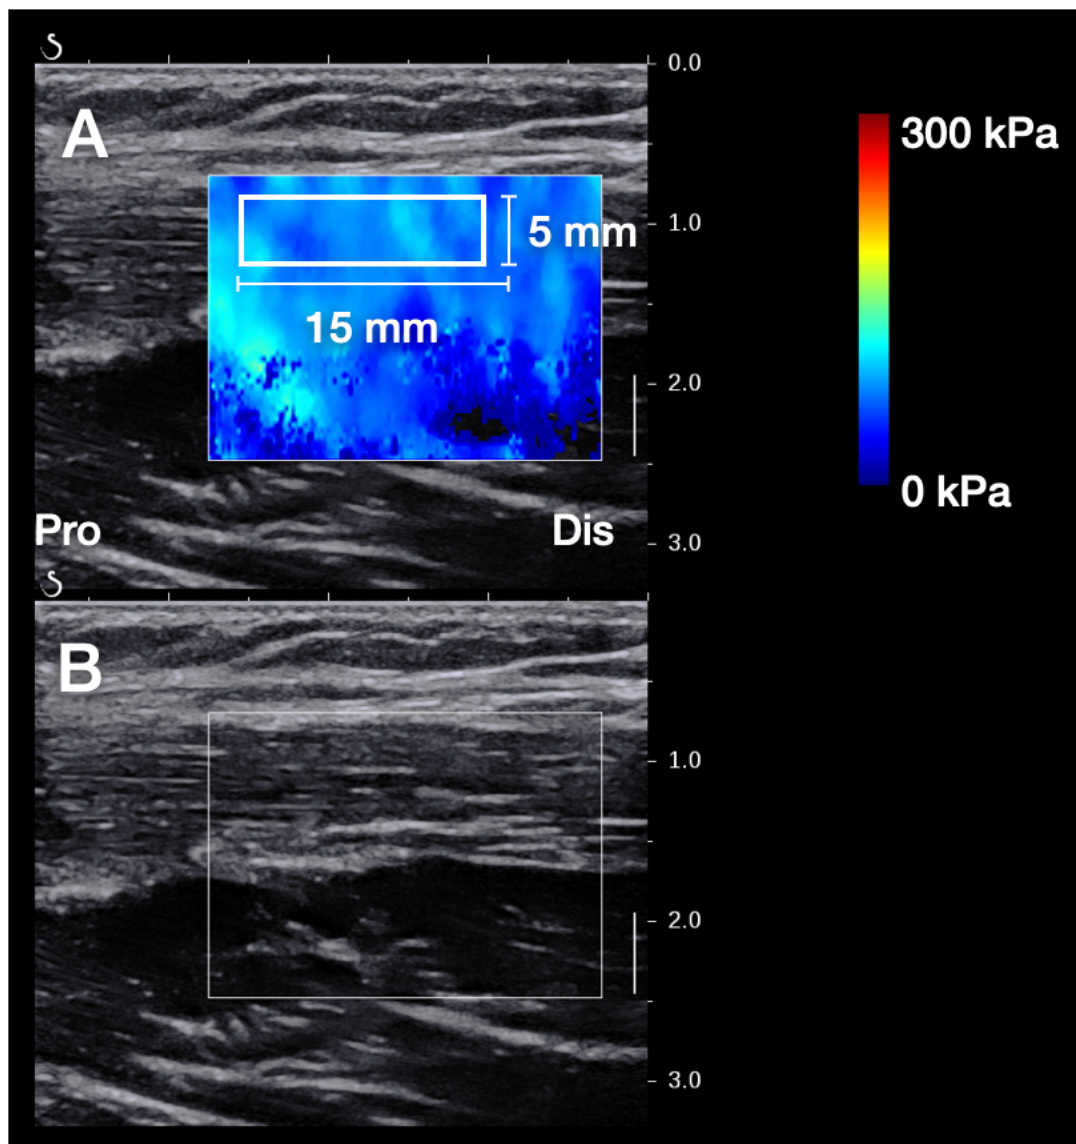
実験 2: 超音波剪断波エラストグラフィで得られた
